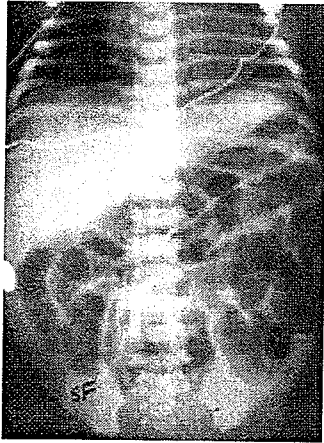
Plain radiograph of an infant with small left colon syndrome. Dilated intestinal loops are visualized.
